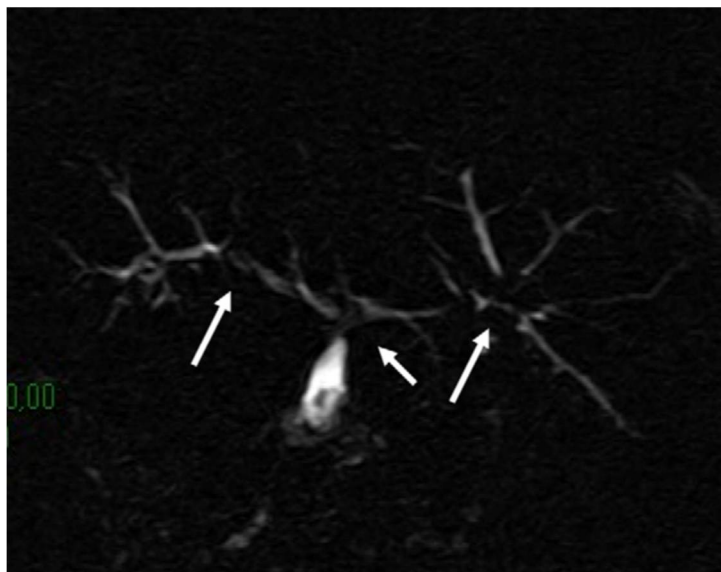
Cholangio-pancréato-IRM montrant une atteinte de l'arbre biliaire intra- et extra-hépatique, présence de sténoses étagées diffuses sans dilatation d'amont (ref ?)
